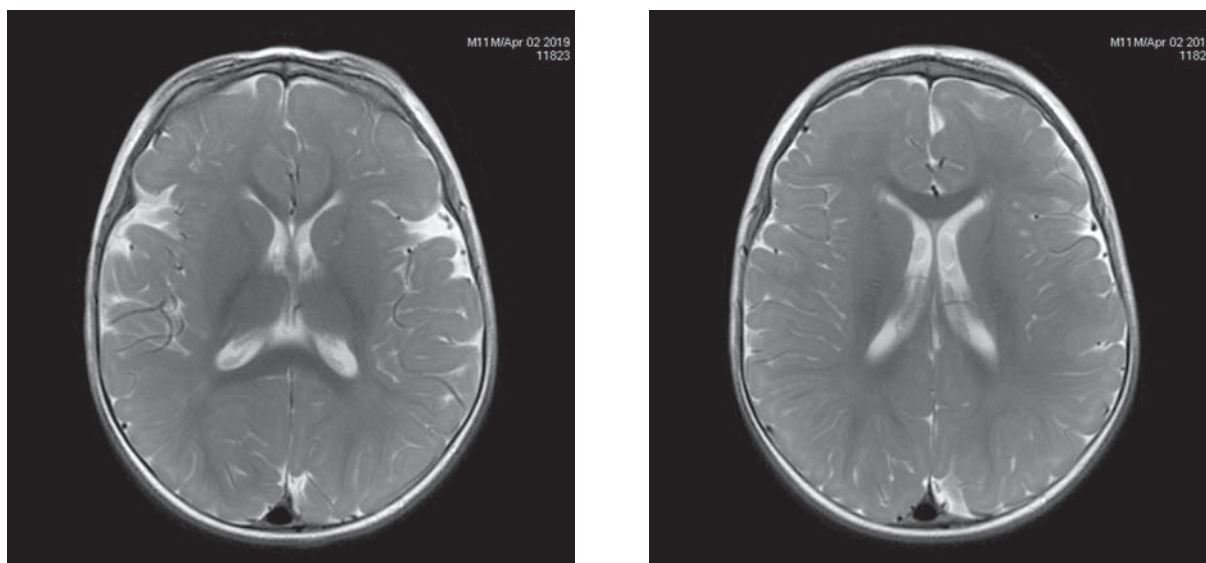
Картина МРТ пациента в возрасте 1 года 5 месяцев. Патологии не выявлено
